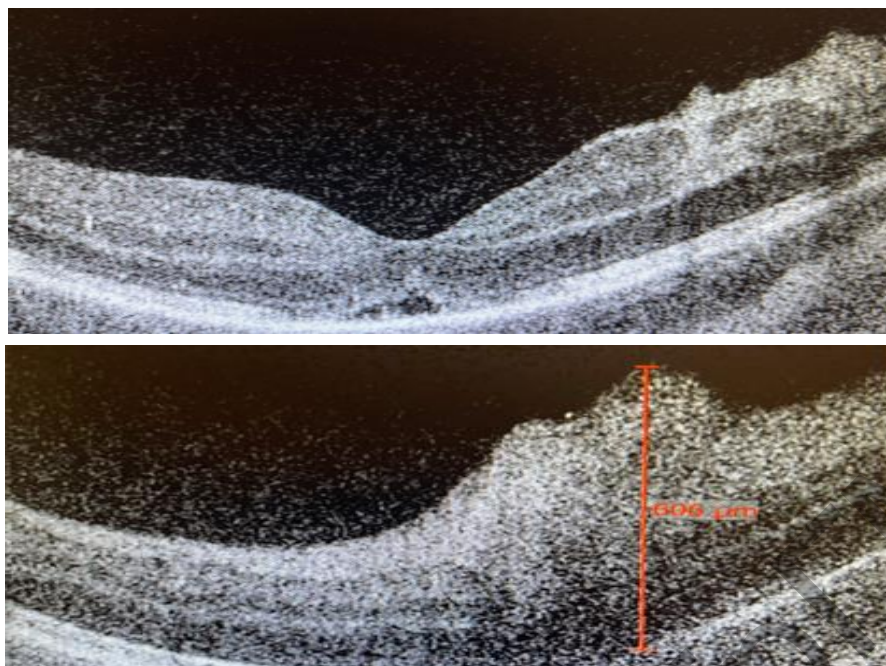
На томограммах в обоих глазах утолщение слоев сетчатки, локальная отслойка нейрорепителля
